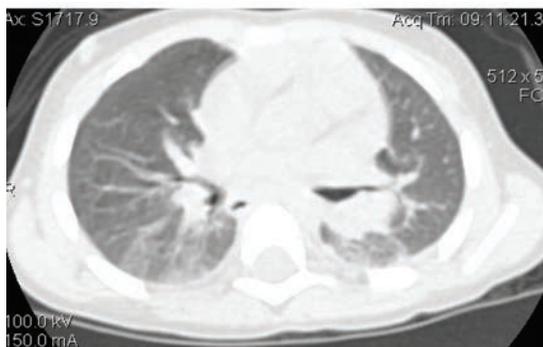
МСКТ грудной клетки пациентки М. через 4 мес. от начала противотуберкулезной терапии (26.11.13):
